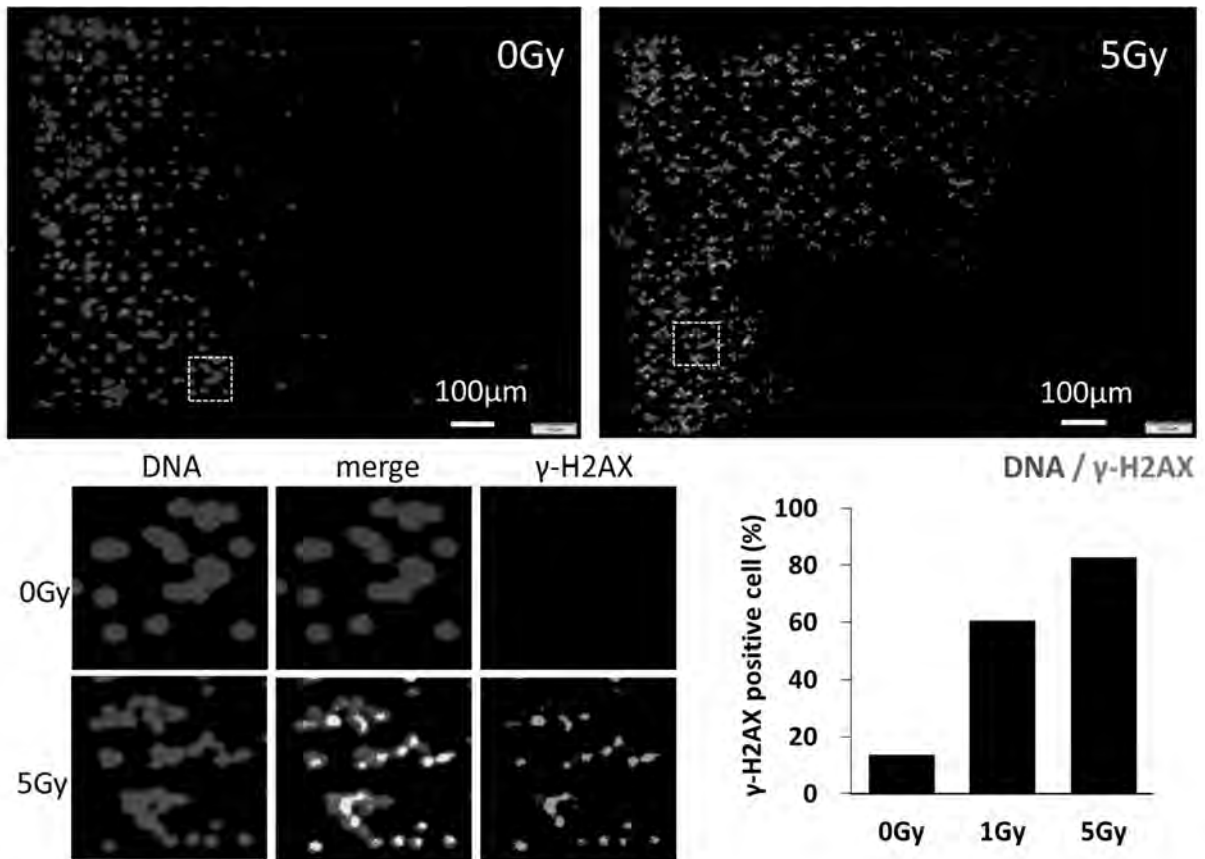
放射線照射TK6細胞に対するPDMSチップ上での γ -H2AX染色結果
